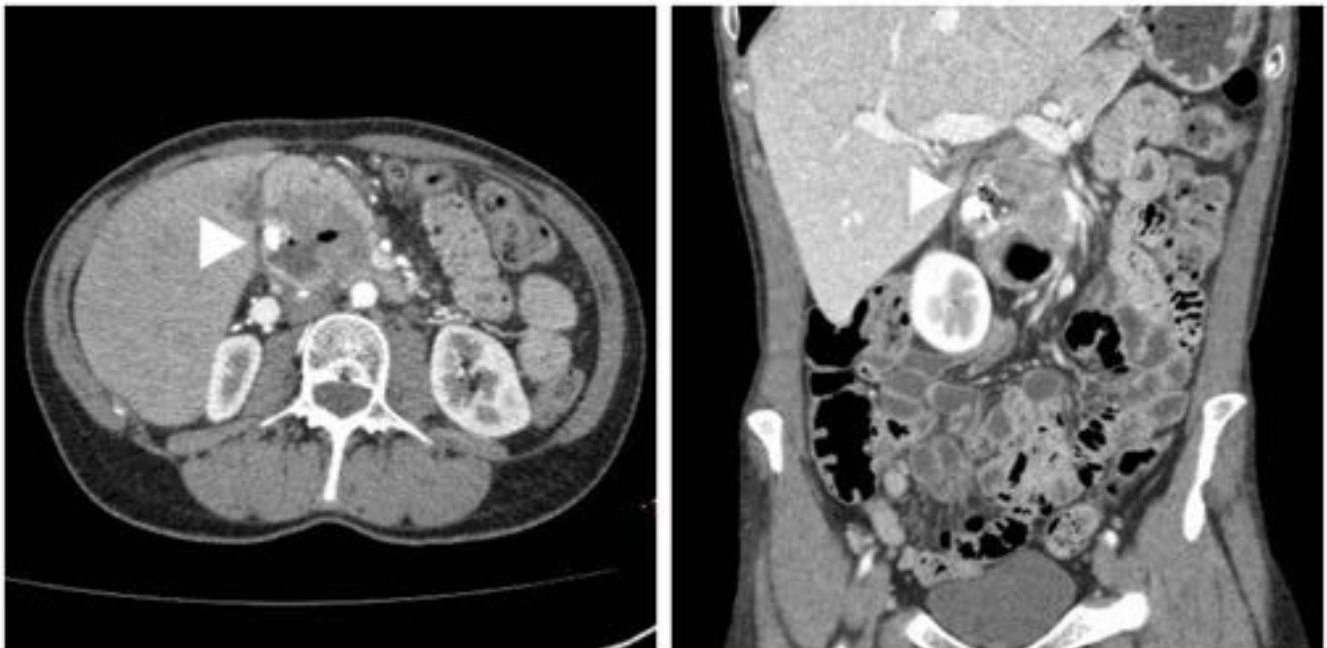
Mujer de 54 años con GIST de bajo grado de duodeno (paciente de Fig. 4). TC: presencia de aire intratumoral en correlación con ulceración de la lesión y fistulización a la luz gastrointestinal.
